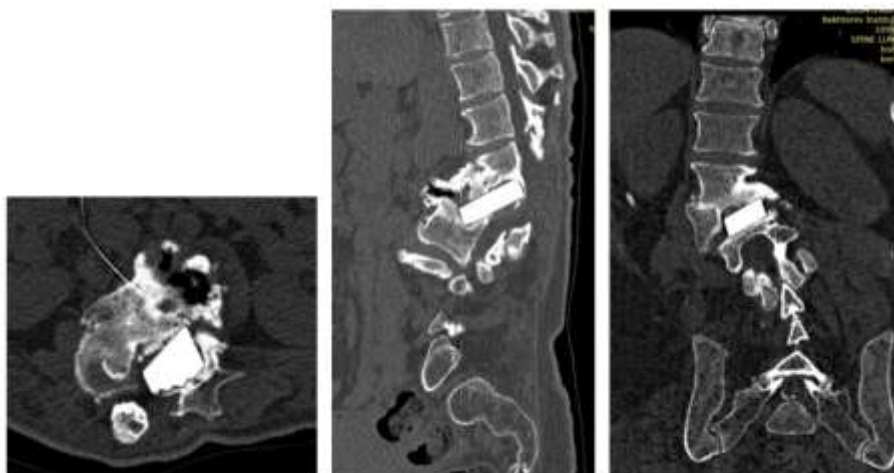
КТ поясничного отдела позвоночника пациентки А.А., 51 года: последствия позвоночно-спинномозговой травмы, миелопатия, постламинэктомический кифосколиоз;
